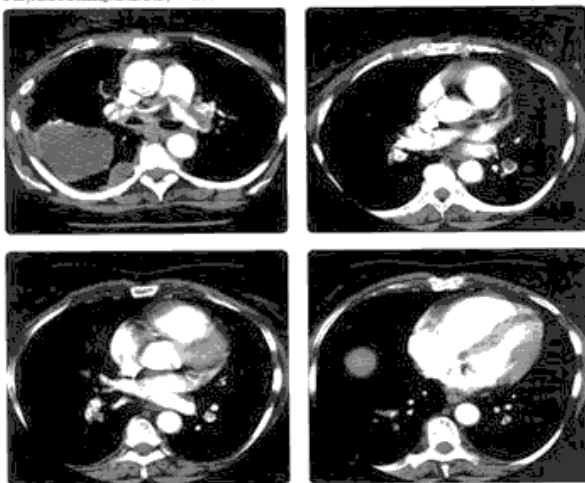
CT toracic (Radiologie vol. 1/ *Sub red.* Sorin M. Dudea)
